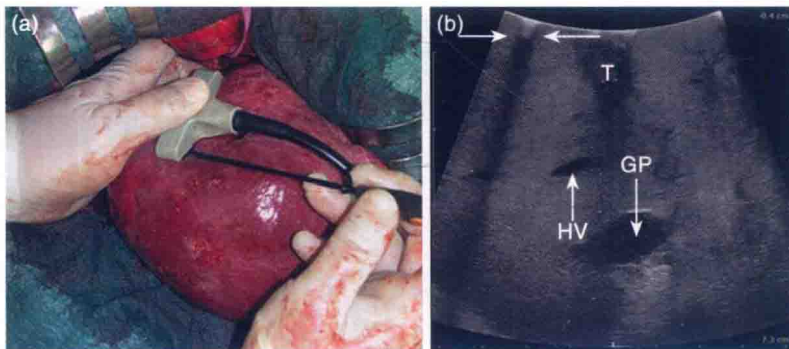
a:T 型凸阵超声探头(BK Medical APS,Peabody MA)的扫描面以及放置于探头与肝脏之间;b:显示扫描区域,小病变(T)及由电烙器头端产生的后方回声(箭头);Glisson 鞘(GP);肝静脉(HV)
